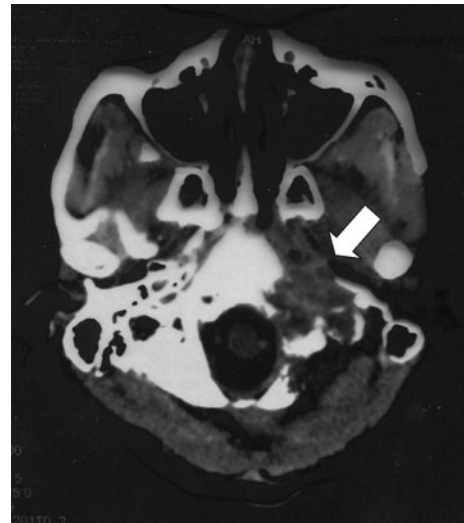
A brain CT image on admission shows a metastatic tumor at his left skull base (arrow).
